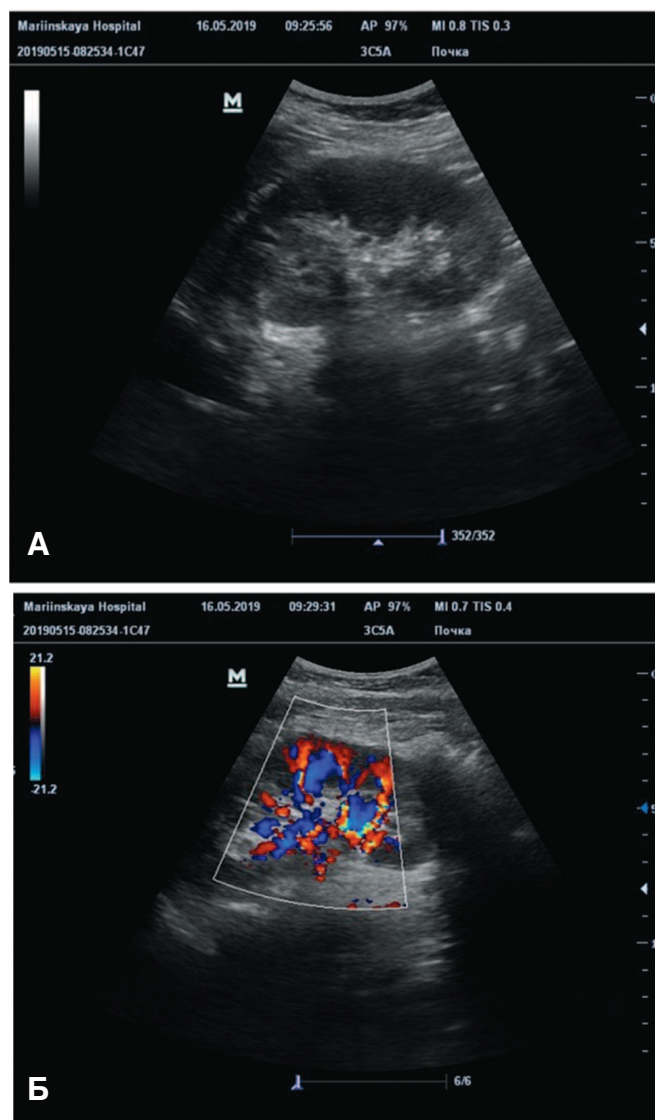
А,В. Контрольное УЗИ после перкутанного дренирования. А) Гнойное образование левой почки не визуализируется; Б) Допплерография того же больного – хорошая васкуляризация зоне дренированного абсцесса
